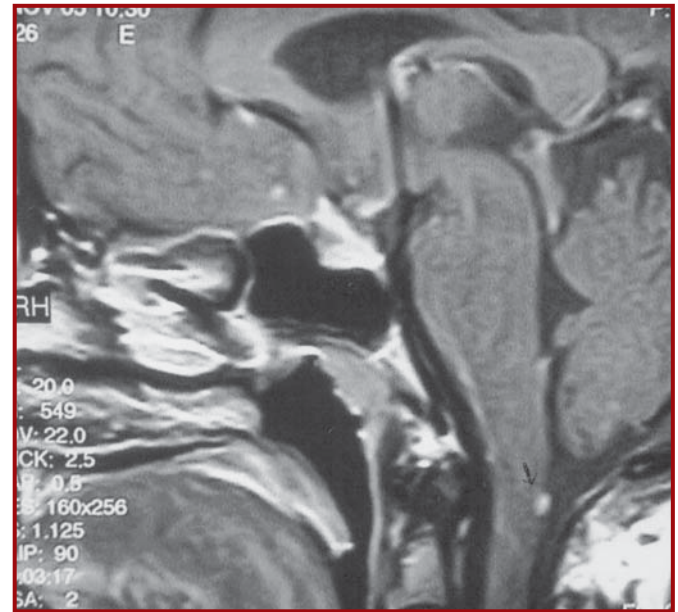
Kontrastlı T1 ağırlıklı sagittal manyetik rezonans görüntülemesinde frontalde, kraniyoservikal bileşkede kontrast tutulumu gösteren, nodüler granülomatöz lezyonlar
